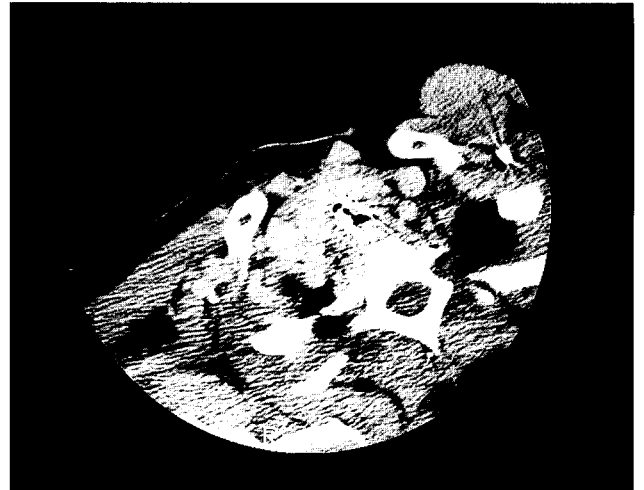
Preoperative neck CT (Case 1)
